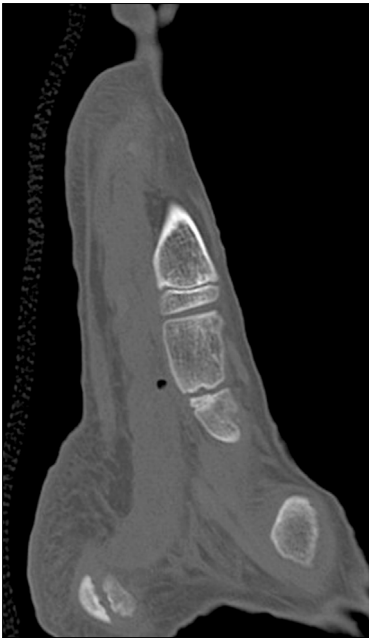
Postoperative computed tomograph shows preserving normal joint congruency.
